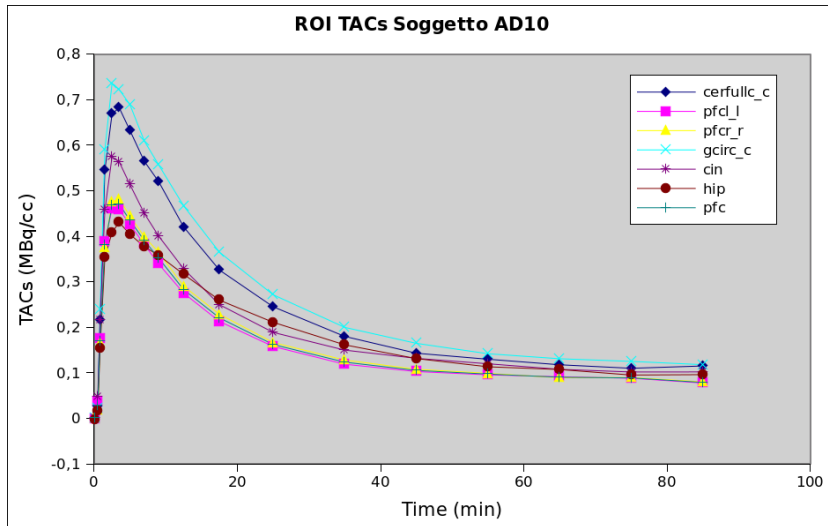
TAC nelle regioni, per un soggetto malato
